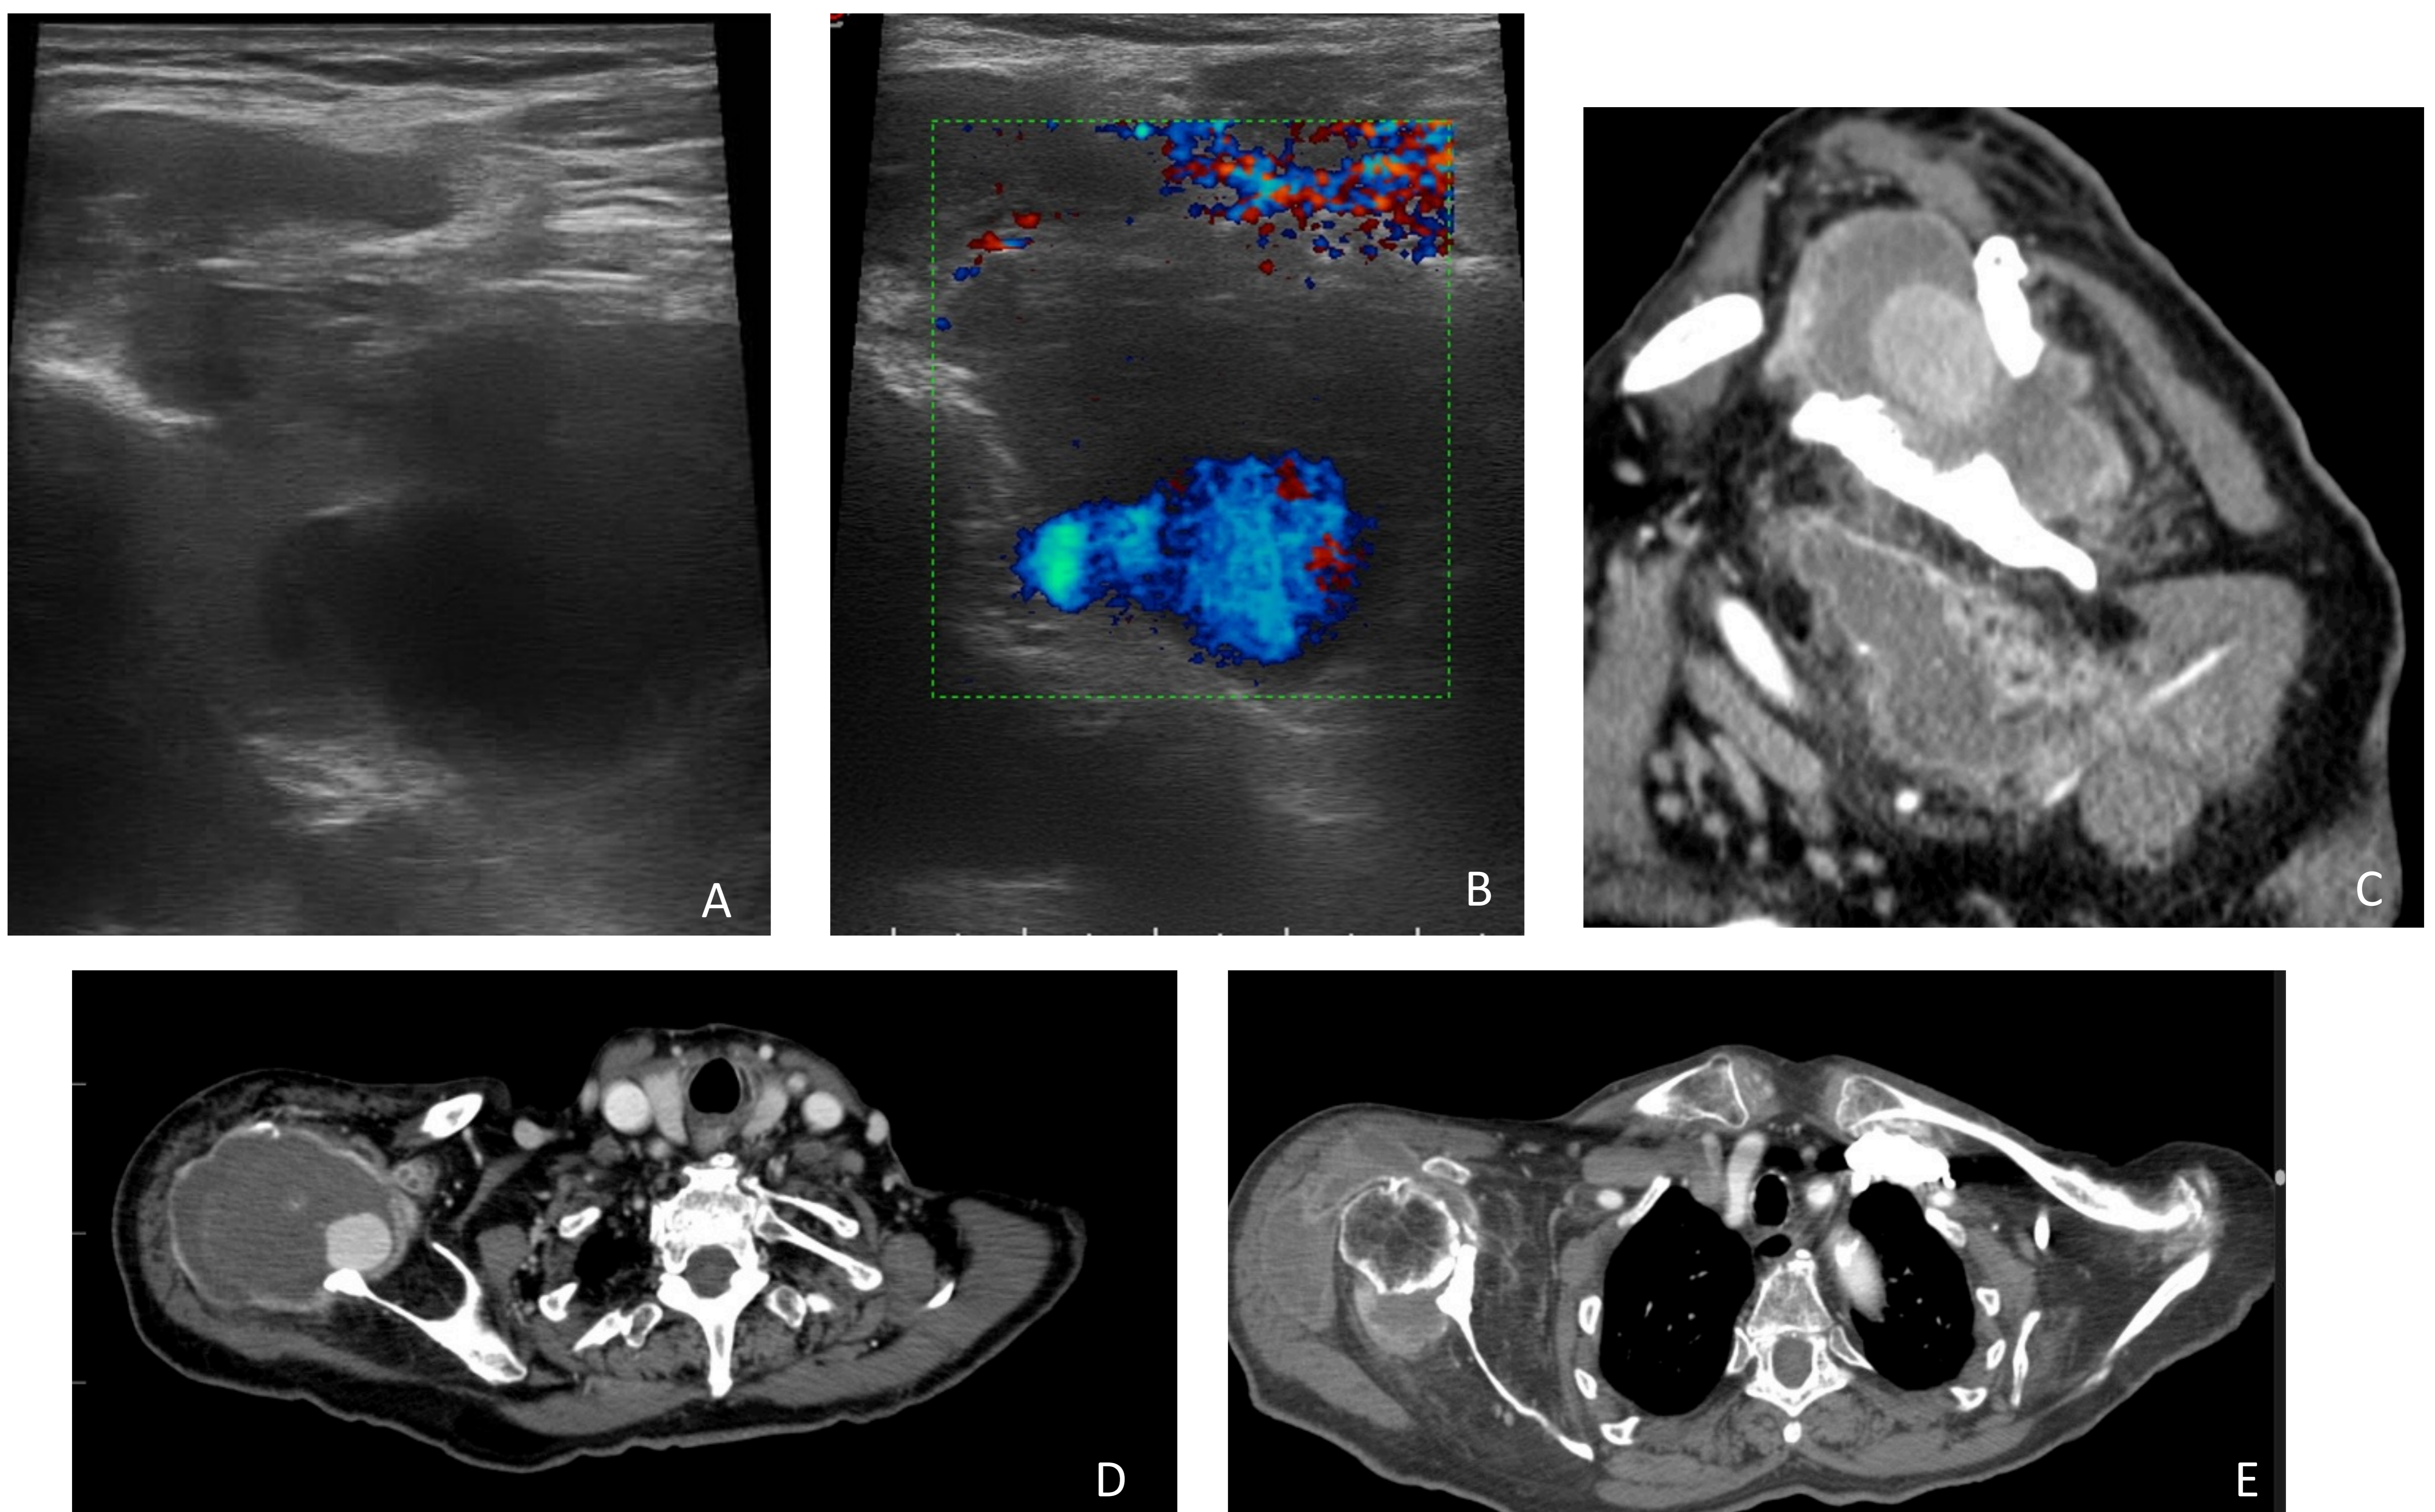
Paciente con luxación inveterada de hombro y derrame articular que presentaba un voluminoso pseudoaneurisma dependiente de la arteria supraescapular que originaba clínica compresiva sobre el nervio supraescapular. A y B: Ecografía en modo B y Doppler. C, D y E: TC con contraste.
